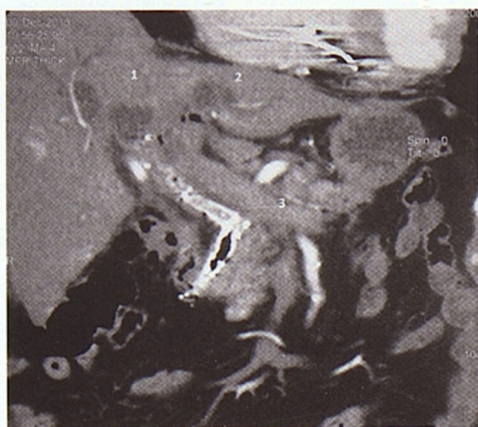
Компьютерная томограмма. Внутрипеченочная желчная гипертензия, снижение скорости эвакуации контраста кистозно-измененный, расширенные внутрипеченочные желчные протоки. Воздух в просвете желчных протоков (аэрохолия) функционирующие нитиноловые металлические стенты
